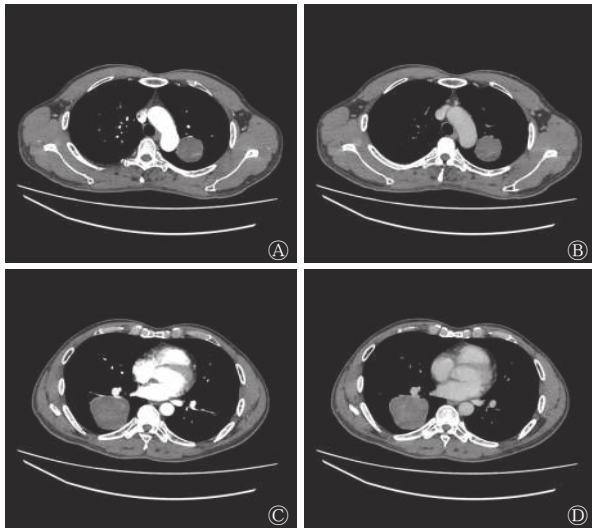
多发肺孤立性纤维瘤患者(男性, 48岁)的增强CT图 A、B为左肺动脉期、延迟期增强CT图; C、D为右肺动脉期、延迟期增强CT图, 显示左肺上叶和右肺下叶肿块动脉期呈不均匀强化, 内见强化血管影, 延迟期持续强化。CT为计算机体层摄影术
